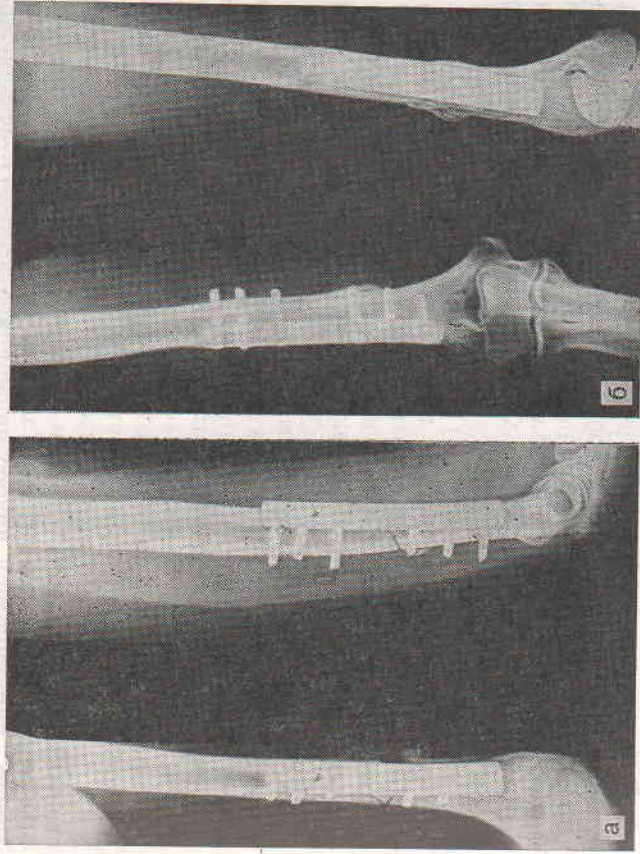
Рентгенограммы больной Д. после остеосинтеза пластиной и имплантации электродов (а) и через 2 мес после ЭСО (б).
